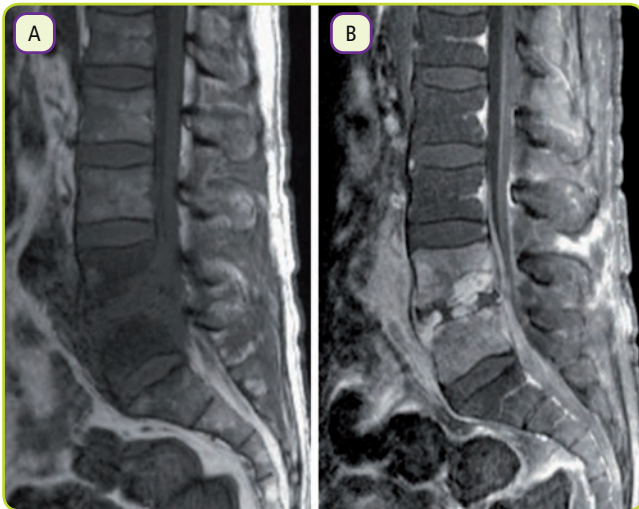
Discitis L4/L5. A: la RM sagital (T1) muestra hipointensidad del disco afecto y de los cuerpos vertebrales adyacentes. B: al administrar contraste se observa un realce de dichas estructuras, así como de un gran absceso prevertebral.
